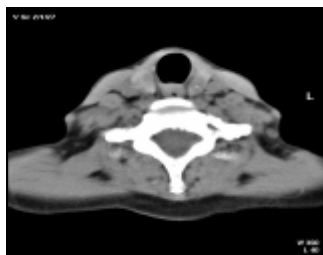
+22b - Patiente ZE ; CT: des nodules dans les deux lobes thyroïdiens. Il n'y pas d'adénopathies latérales – cervicales bilatérales. La trachée est d'aspect normal
